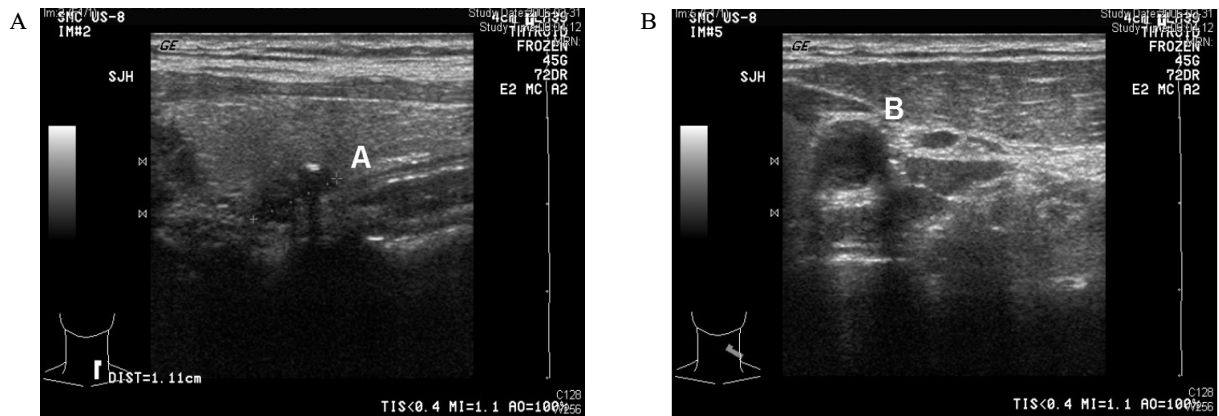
Thyroid ultrasonography. Ultrasonographic evaluation shows 0.8×0.5 cm indeterminate nodule (A) and small cyst adjacent to the nodule (B) in posterior aspect of left thyroid gland.
